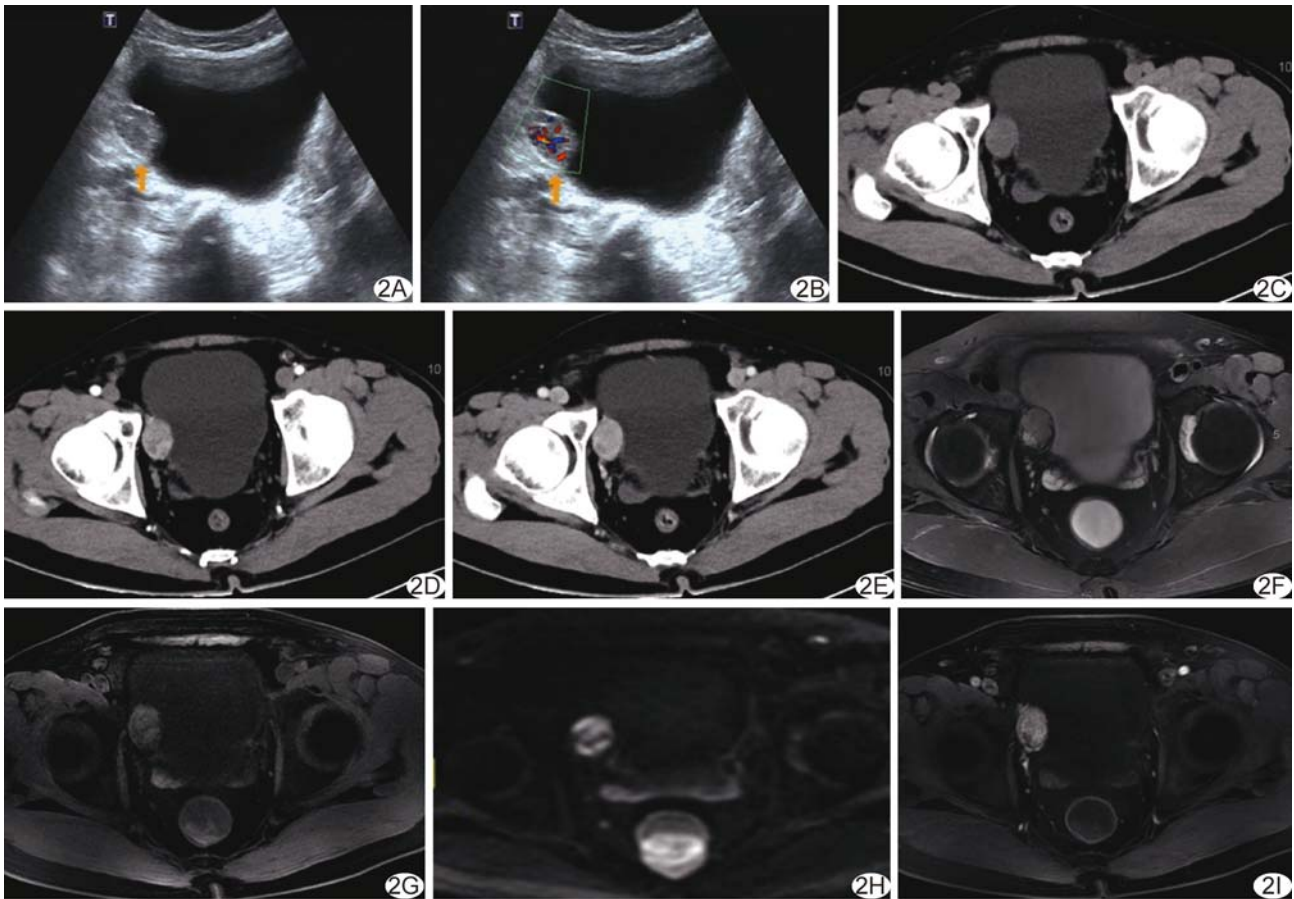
序号 3 患者,男,45 岁,PUB A、B. 二维声像图(A)示膀胱右侧壁类圆形、宽基底病灶,边界清,形态规则,表面见“膀胱黏膜线”征,CDFI(B)示病灶内血流信号丰富; C~E. 盆腔轴位平扫 CT 图(C)示膀胱右侧壁椭圆形软组织密度灶,增强动脉期(D)及静脉期(E)CT 图病灶呈持续性明显强化; F~I. 盆腔轴位 T1WI(F)及 FS-T2WI(G)见膀胱黏膜下层病灶呈稍高信号,清晰显示“膀胱黏膜线”征,DWI(H)呈高信号,增强扫描(I)呈持续明显强化 (箭示病灶)
